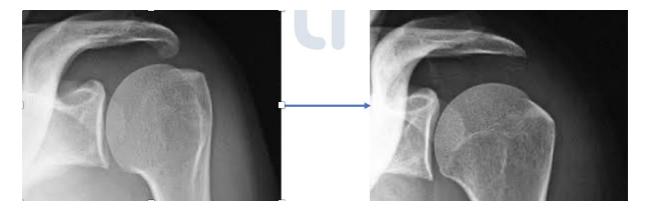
Radiographies pré et post opératoire après acromioplastie
